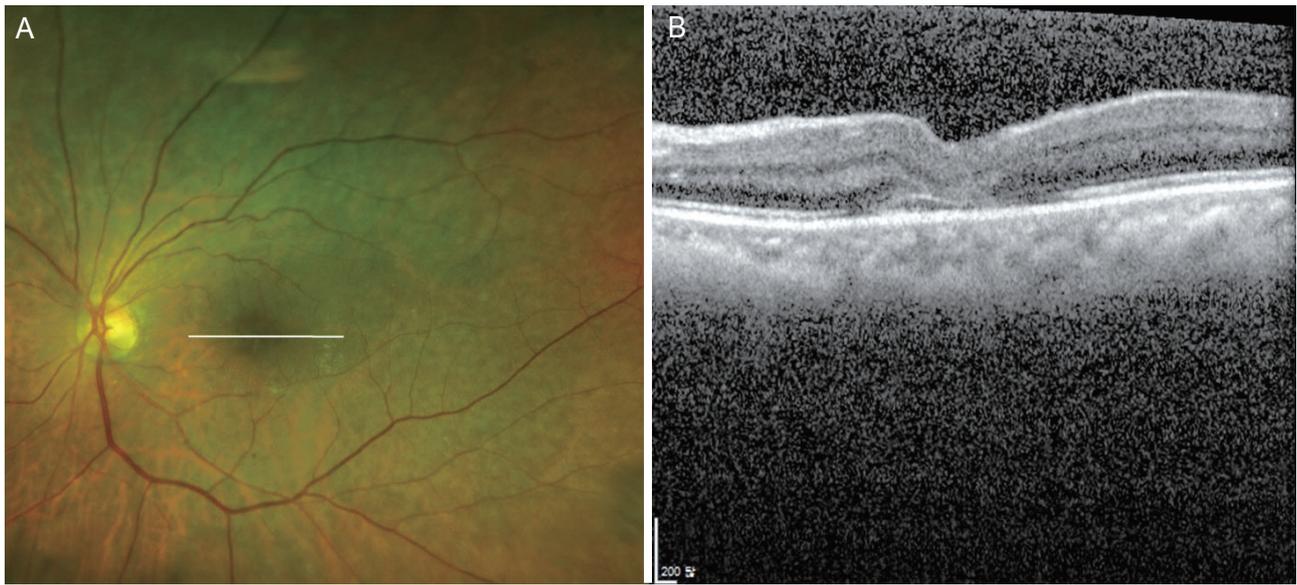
Fundus photography and optical coherence tomography (OCT) of the patient at 1 month after vitrectomy with internal limiting membrane peeling. (A) Fundus photographs confirm the disappearance of the submacular hemorrhage. (B) OCT shows no hyper-reflective lesions in the outer retinal layer.
